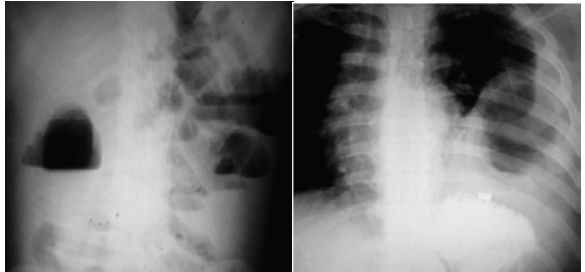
Radiografías de abdomen y torax con signos de oclusión intestinal y ocupación aérea del seno costodiafragmático izquierdo
